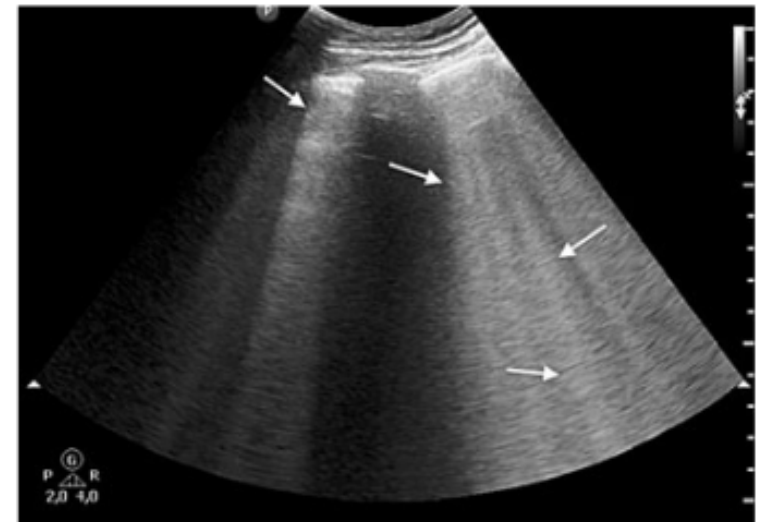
B-pattern on lung ultrasound is indicated by multiple anterior confluent B-lines (arrows). This indicates severe pulmonary oedema.
